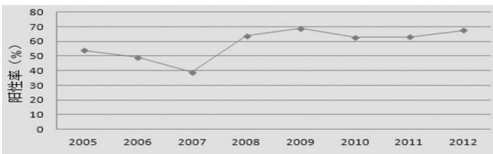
2005~2012 年女性泌尿生殖道感染者 CT、NG、UU 感染趋势
